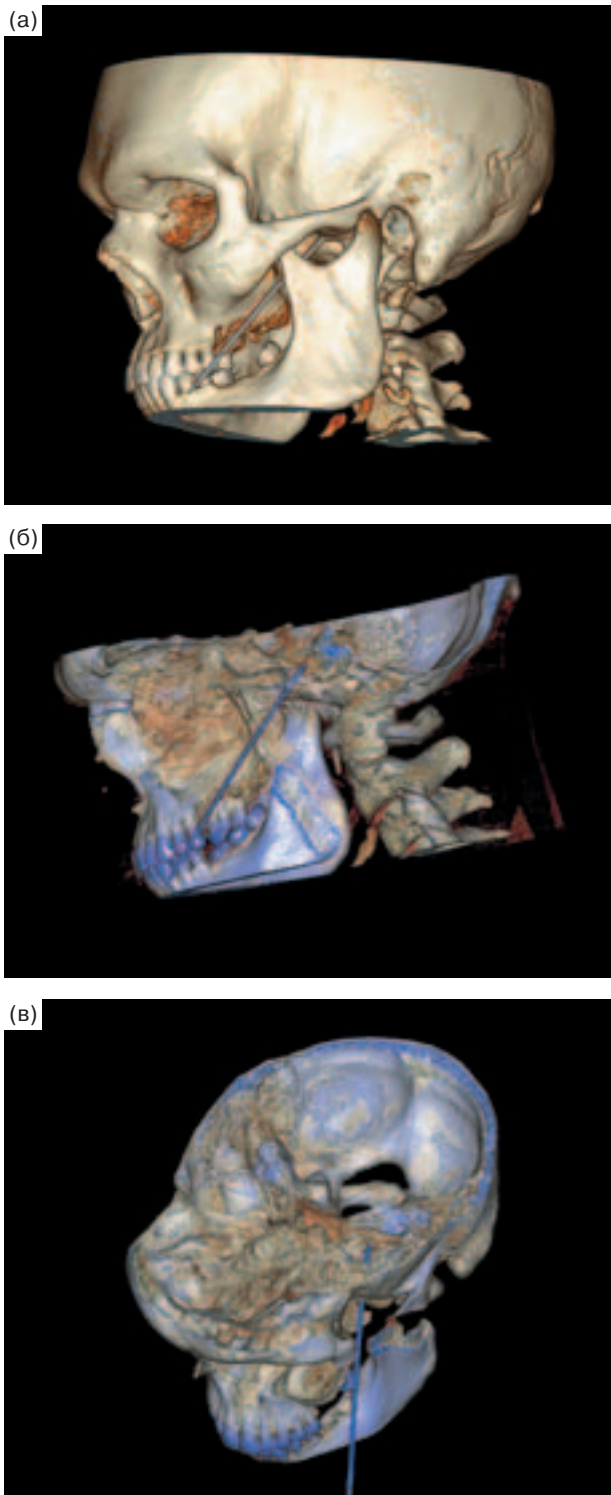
КТ головы во время операции ЧВСП. а – боковая проекция, б – сагиттальный срез, в – аксиальный срез.
